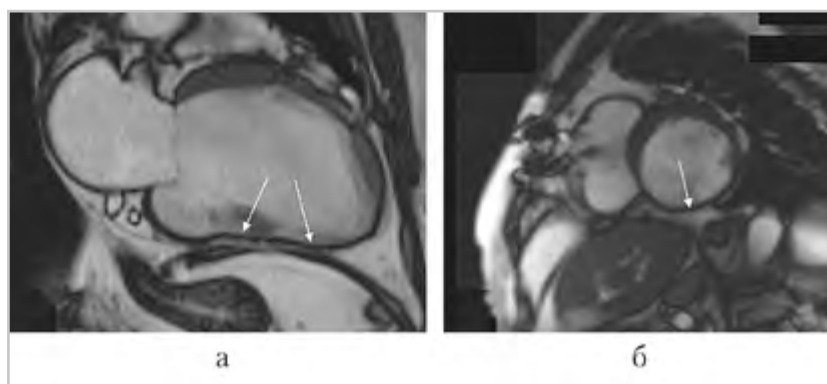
МР-томограммы, киноМРТ: *а* — 2-камерное сечение сердца по длинной оси левого желудочка; *б* — короткая ось левого желудочка. Стрелками показана истонченная до 4 мм задняя стенка левого желудочка в обеих позициях
